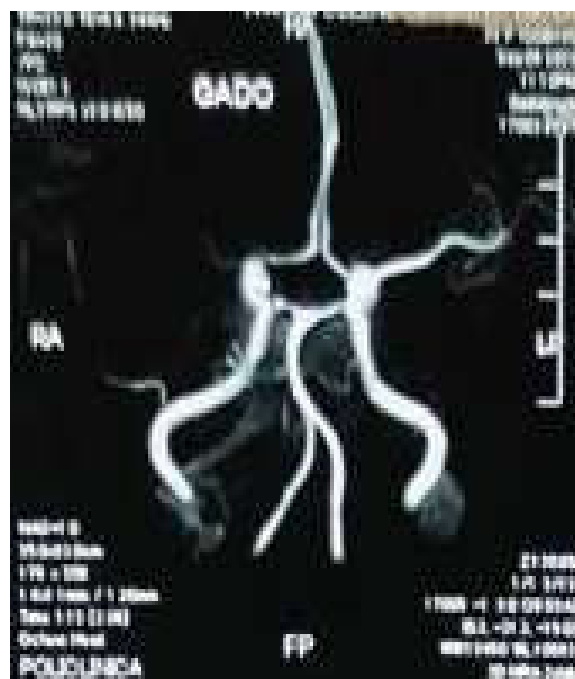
Angioresonancia en fase arterial con gadolinio, se observa obstrucción completa de la arteria cerebral media derecha desde el segmento M1.
